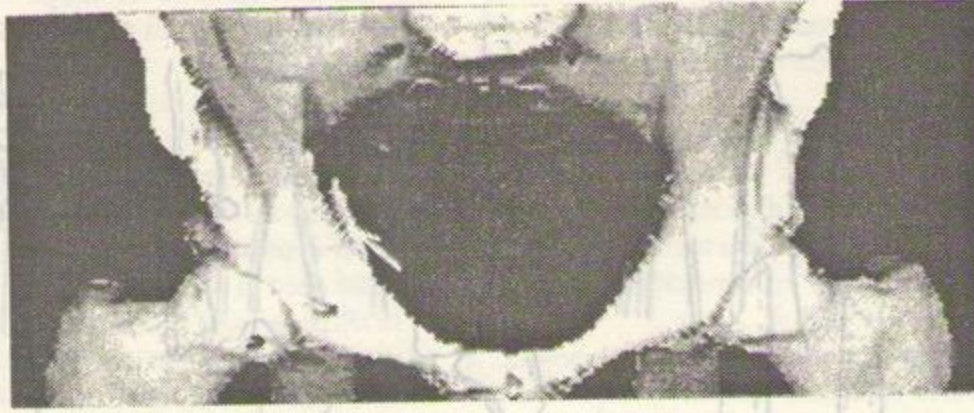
Imagine tridimensională CT a bazinului osos (săgeata indică o fractură a acetabulului).
